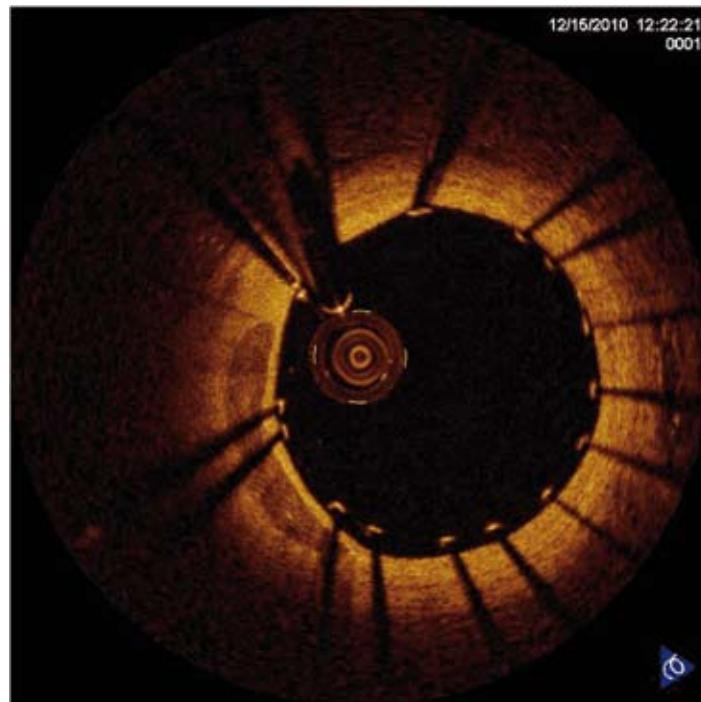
Stent in der optischen Kohärenztomographie: Die Struts geben charakteristische Schatten. Die hervorragende Auflösung liegt im Mikrometerbereich
